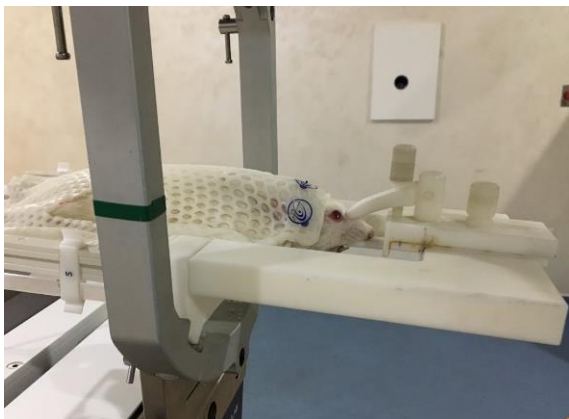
Izquierda: Rata colocada en el sistema de fijación. Derecha: Reconstrucción tridimensional de la CT.
